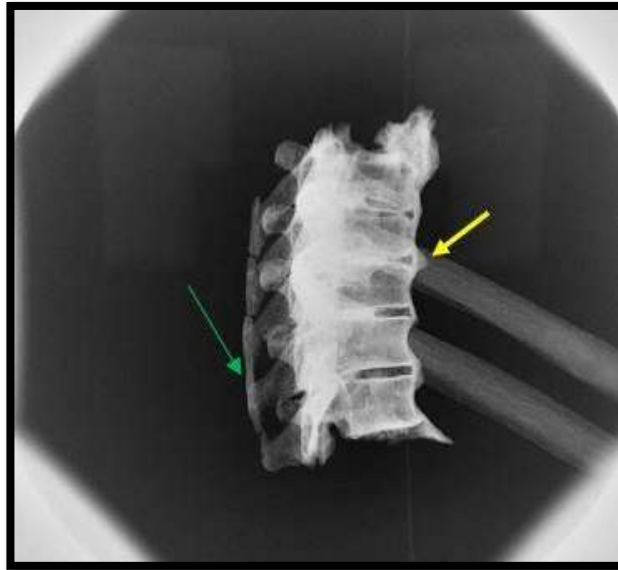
Radiografía digital lateral de porción de columna dorsal del sujeto 88, en la que se observa la osificación del ligamento vertebral común anterior (flecha amarilla), con presencia de osteofitos marginales y pinzamientos intersomáticos así como calcificación grosera de apófisis espinosas (flecha verde) a nivel intervertebral.
